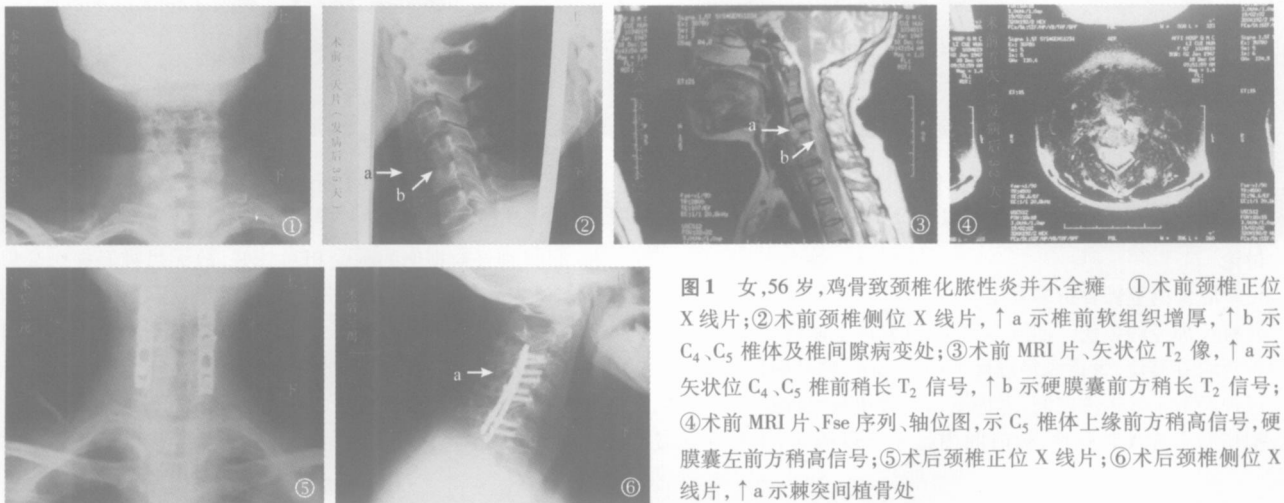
女,56岁,鸡骨致颈椎化脓性炎并不全瘫 ①术前颈椎正位 X 线片;②术前颈椎侧位 X 线片,↑a 示椎前软组织增厚,↑b 示 C<sub>4</sub>、C<sub>5</sub> 椎体及椎间隙病变处;③术前 MRI 片、矢状位 T<sub>2</sub> 像,↑a 示矢状位 C<sub>4</sub>、C<sub>5</sub> 椎前稍长 T<sub>2</sub> 信号,↑b 示硬膜囊前方稍长 T<sub>2</sub> 信号;④术前 MRI 片、Fse 序列、轴位图,示 C<sub>5</sub> 椎体上缘前方稍高信号,硬膜囊左前方稍高信号;⑤术后颈椎正位 X 线片;⑥术后颈椎侧位 X 线片,↑a 示棘突间植骨处
